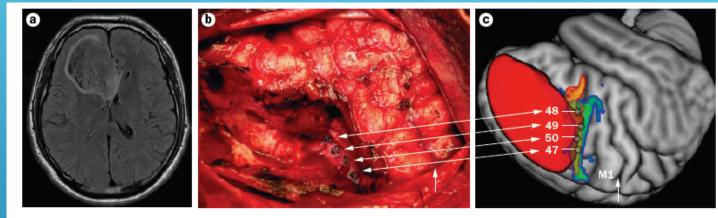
Anatomo-functional correlations obtained by intrasurgical corticosubcortical DES and perioperative MRI.
